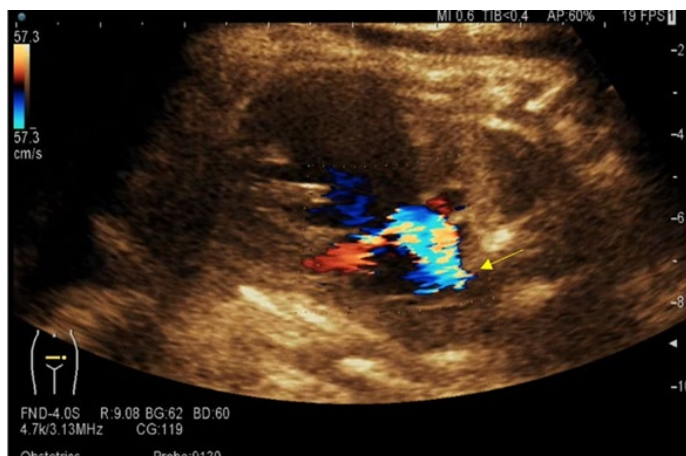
Se evidencia mediante el color *doppler* estrechamiento a nivel de arteria pulmonar (flecha amarilla).
